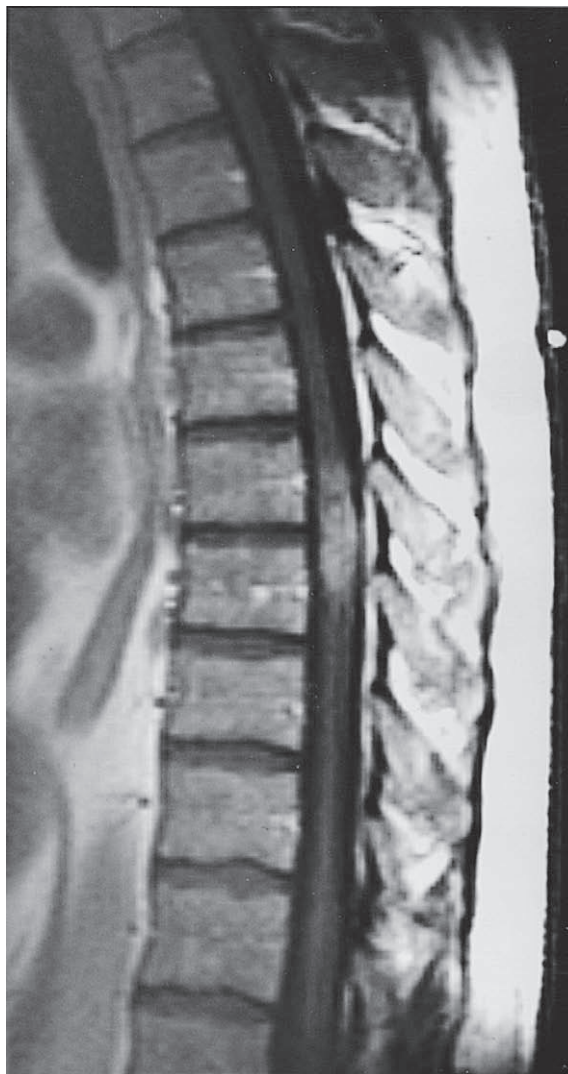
Imagen T1 de MRI de un ependimoma torácico intramedular que ocasionó expansión de la médula y edema a lo largo de varios segmentos. Se observa intensificación (realce) difusa del tumor con gadolinio.
